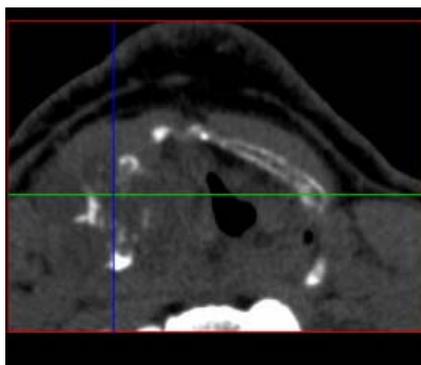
Томограмма гортани. Опухоль в области вестибулярного отдела разрушает пластинку щитовидного хряща
